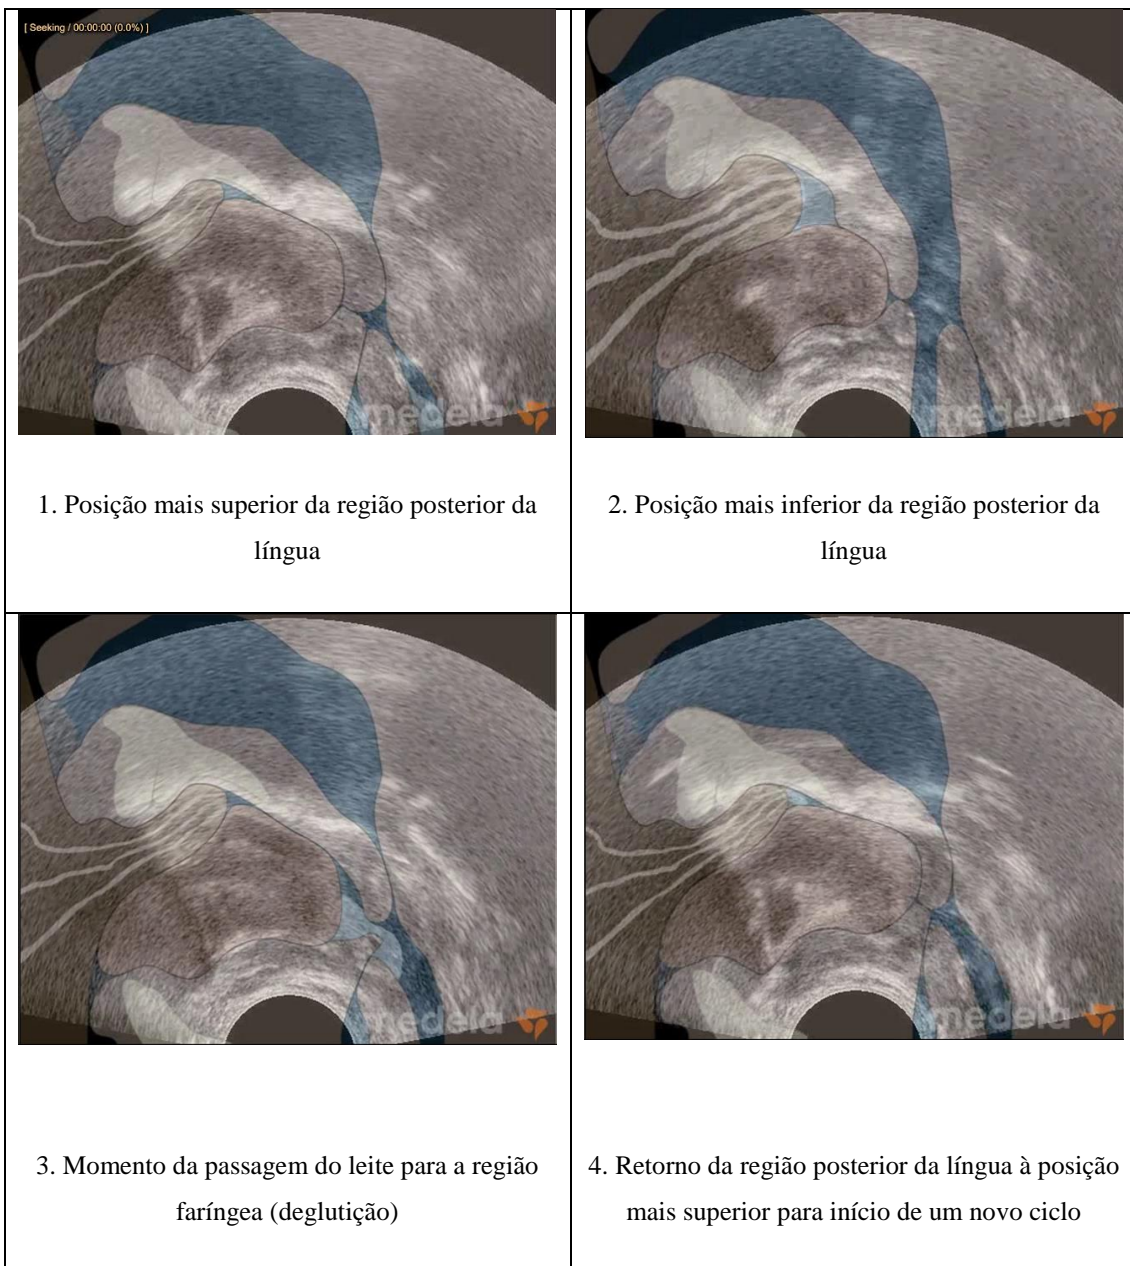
Sequência de *frames* ilustrativas de um ciclo normal de sucção na amamentação materna em ultrassonografia com contraste. [Consultado em <<http://www.medela.com/AU/en/breastfeeding/research-at-medela/infant-sucking.html>> no dia 21/07/2014]
